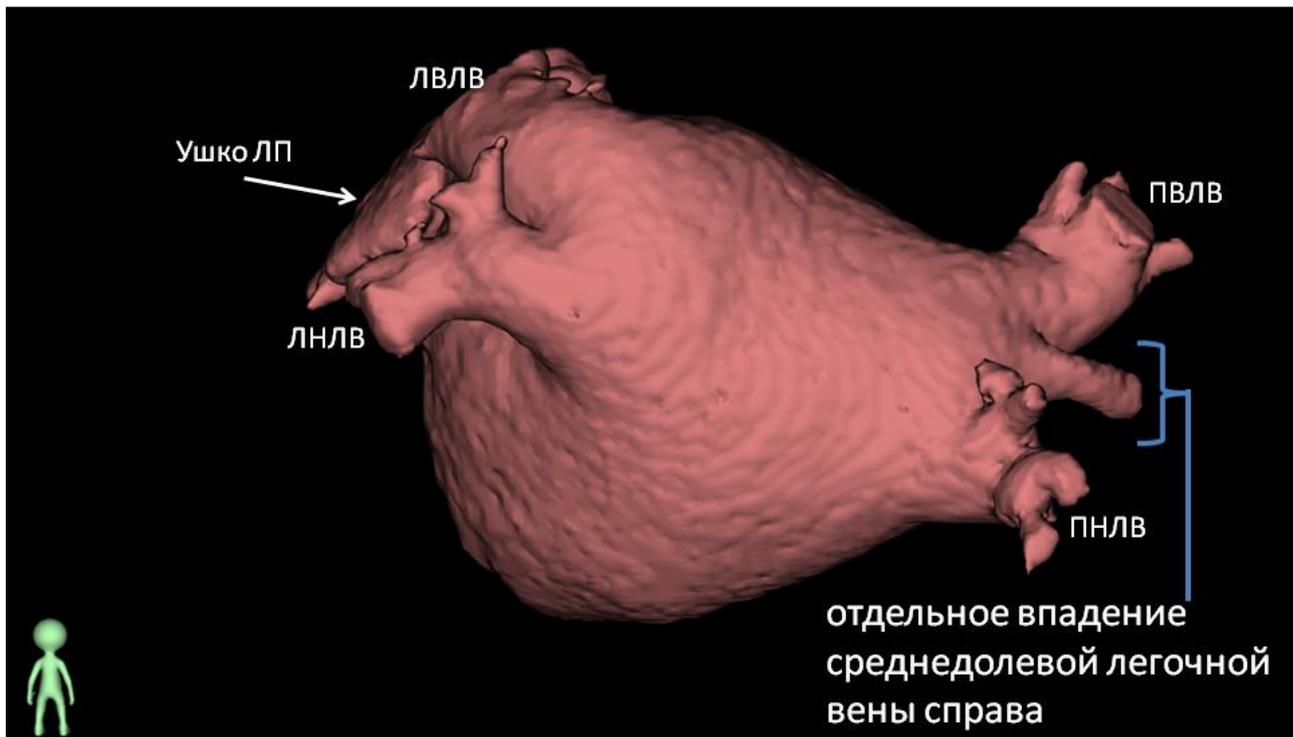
Объемная реконструкция левого предсердия на основе мультиспиральной компьютерной томографии с контрастированием у пациента с отдельным впадением среднедолевой ЛВ справа (отмечено фигурной скобкой). Задне-передняя проекция. ЛевЛВ – левая верхняя легочная вена, ЛевНЛВ – левая нижняя легочная вена, ПравЛВ – правая верхняя легочная вена, ПравНЛВ – правая нижняя легочная вена.
